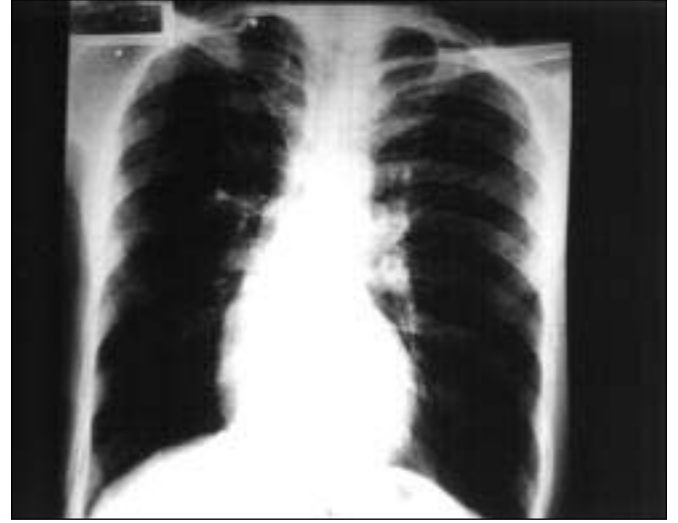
Olgunun akut konjestif kalp yetmezliği tablosu ile yatırıldığı gün çekilen akciğer grafisi.
